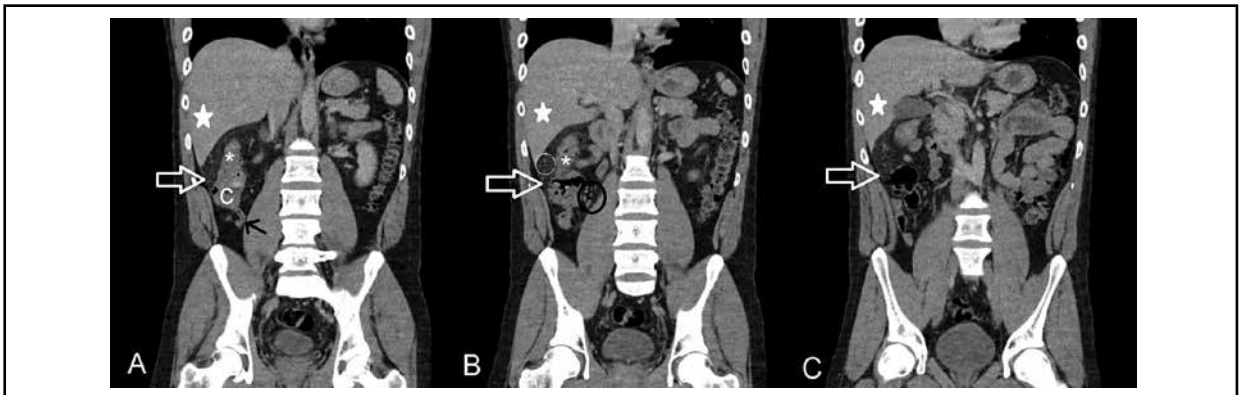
Tomografía multicorte con contraste endovenoso, cortes coronales. Círculo negro: ganglios linfáticos. Flecha negra: apéndice cecal. Círculo blanco: vasos sanguíneos mesentéricos ingurgitados. Estrella: hígado. Asterisco: colon descendente. Flecha hueca: peritoneo parietal. C: ciego.
